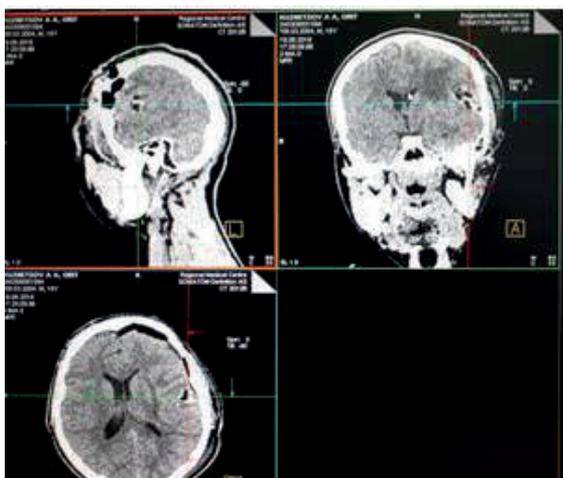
КТ контроль в первые сутки после операции. МРТ через 1 год после операции
